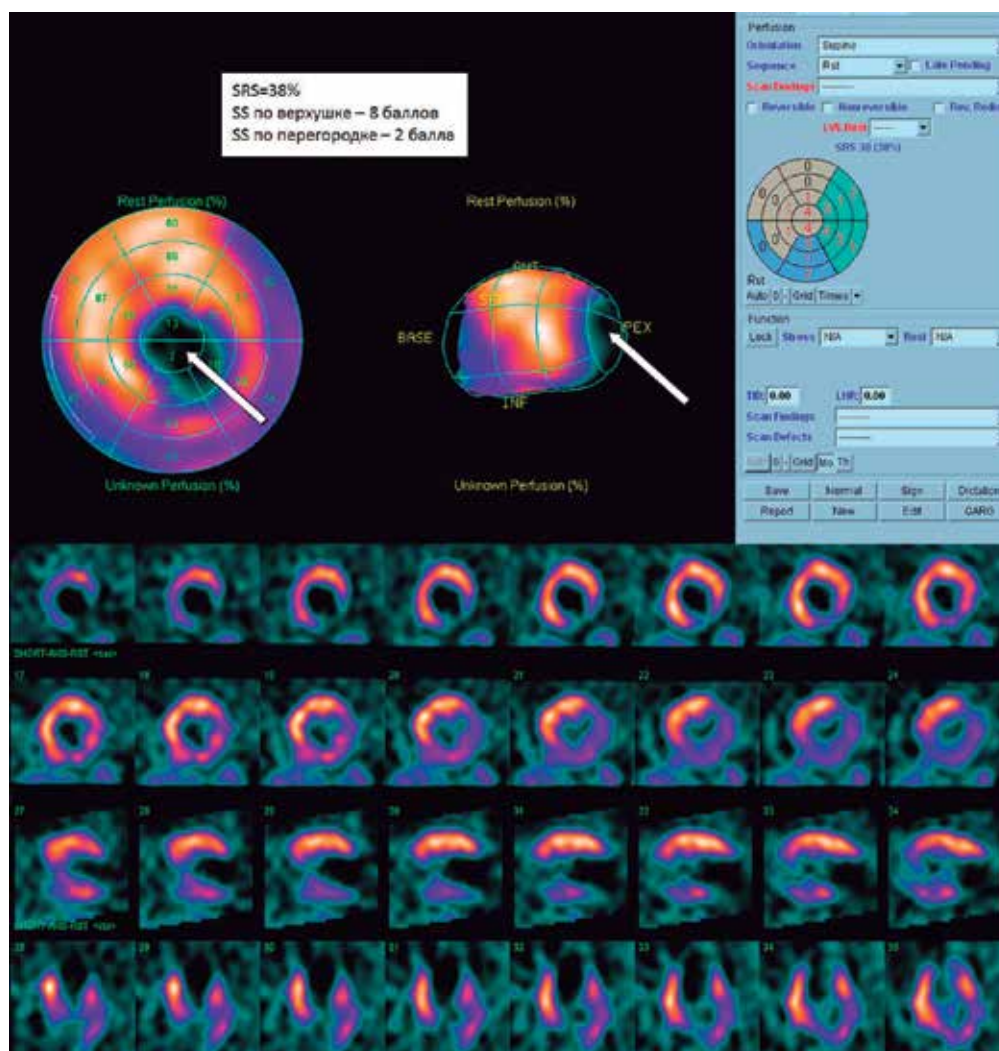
Результаты перфузионной сцинтиграфии миокарда с ^{99m}Tc -МИБИ, выполненной в условиях физиологического покоя, пациента Д. 58 лет, имеющего показания для имплантации кардиовертера-дефибриллятора.
